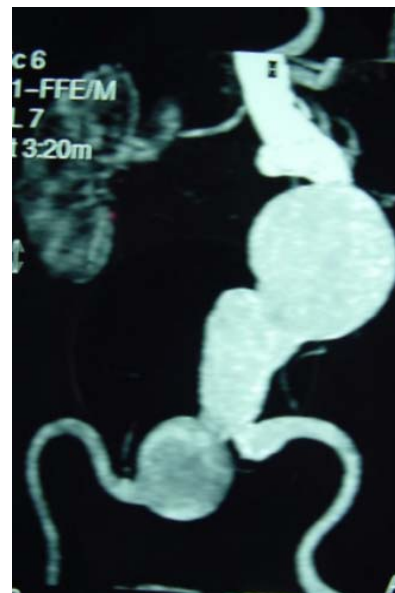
Angiorressonância - mostrando aneurisma complexo da aorta abdominal e artérias ilíacas.
